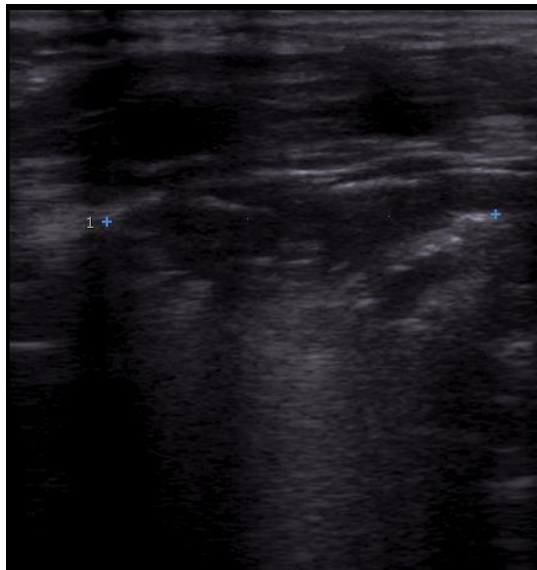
Uporedni CT i US prikaz promena po tipu “mlečnog stakla”, odnosno alveolarnog edema (a,b) i intersticijalnog edema (c,d) (49).
